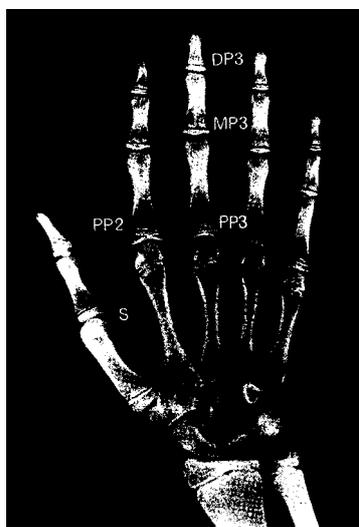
Estadios de maduración ósea (Helm y Björk). La radiografía de la mano se muestran las falanges que se utilizarán para determinar los diferentes estadios de la maduración esquelética de la mano.
